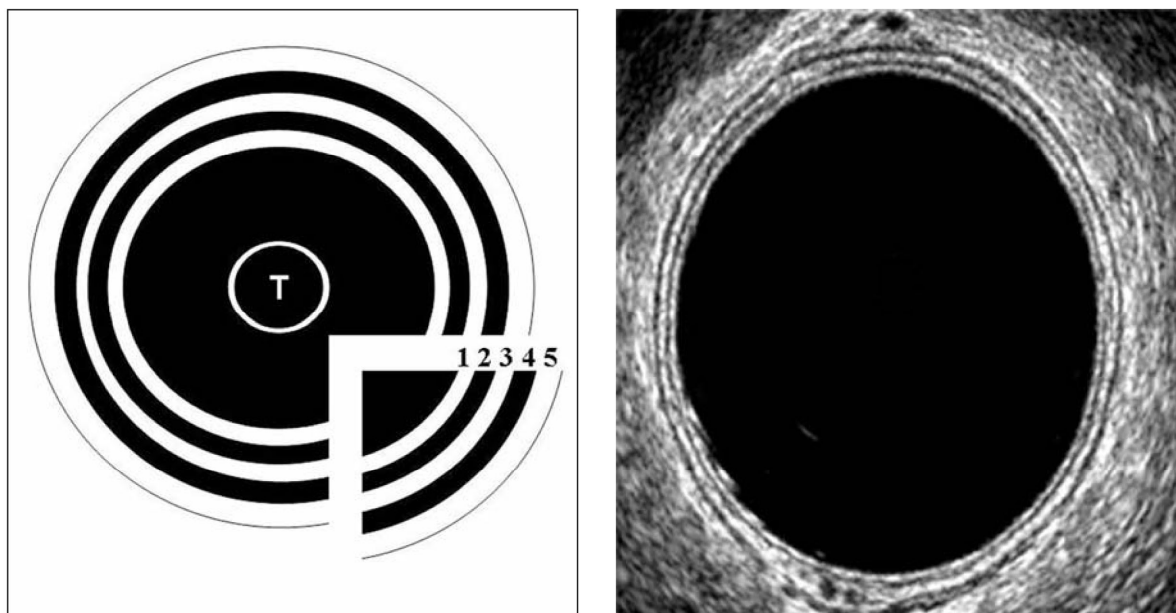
Υπερηχογραφική ανατομία του πρωκτικού σωλήνα κατά το μέσο πρωκτικό επίπεδο. 4A: φωτογραφία πρωκτικού σωλήνα νεαρού υγιούς άρρενα εθελοντή. 4B: διαγραμματική απεικόνιση των επιμέρους υπερηχογραφικών στιβάδων (τροποποιημένο από: Santoro GA, Di Falco G. Benign Anorectal Diseases. Diagnosis with endoanal and Endorectal Ultrasound and New Treatment Options. Springer, 2006, σελ. 50).
